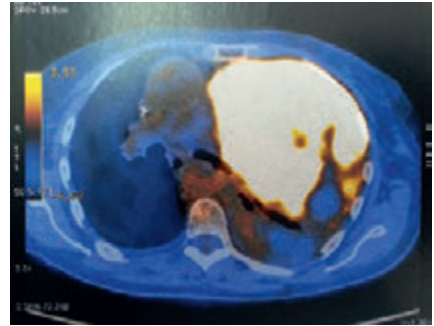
PET- Massa pulmonar ao nível do hemitórax esquerdo com intensa captação (SUV:18).
